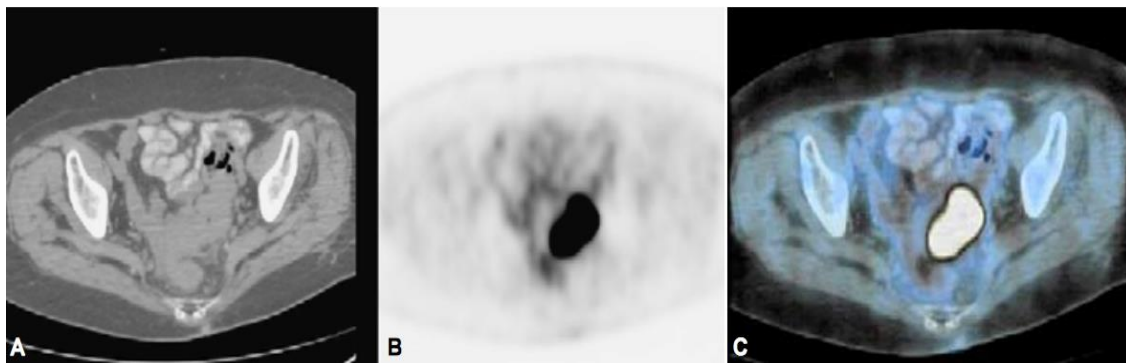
TEP-TC Adenocarcinoma de sigmoides. A) TC axial sin contraste endovenoso. Zona de engrosamiento difuso de la pared en sigmoides. B) TEP muestra zona focal en hueso pélvico con incremento focal e intenso de actividad metabólica. C) Fusión de TEP-TC demuestra que el sitio de actividad metabólica incrementada corresponde con sigmoides.⁵²
